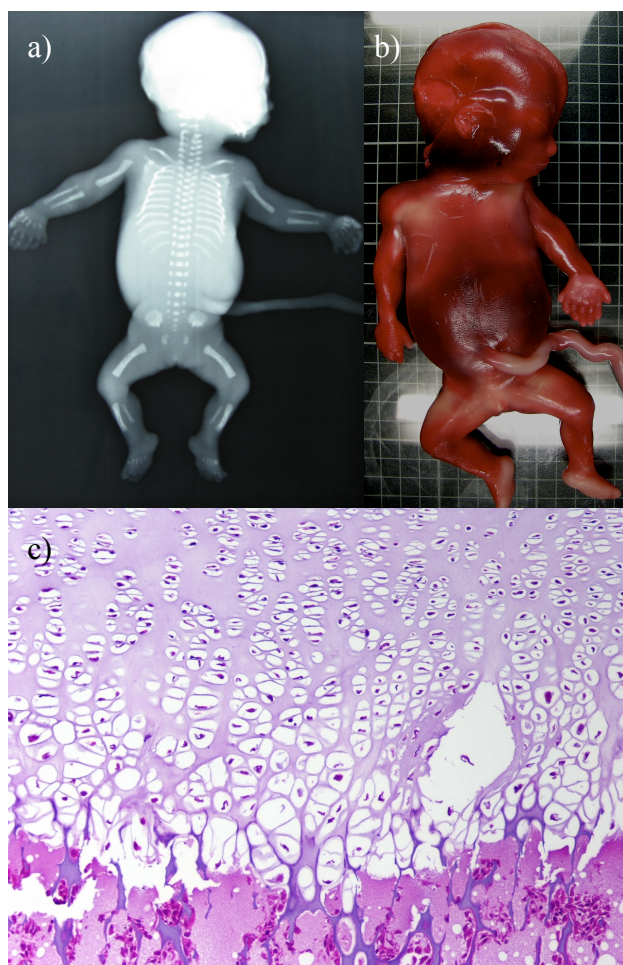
Evaluación del caso AB-1889 mediante: a) radiografía donde se observa acortamiento y un ligero abombamiento bilateral de los huesos fémur y húmero, b) fotografía que muestra un feto femenino de 290g de peso y polidactilia en manos y pies y (c) corte histológico que muestra un retraso de maduración del cartilago. Artículo publicado a partir de este trabajo: {PeraitaEzcurra:2012ij}.
